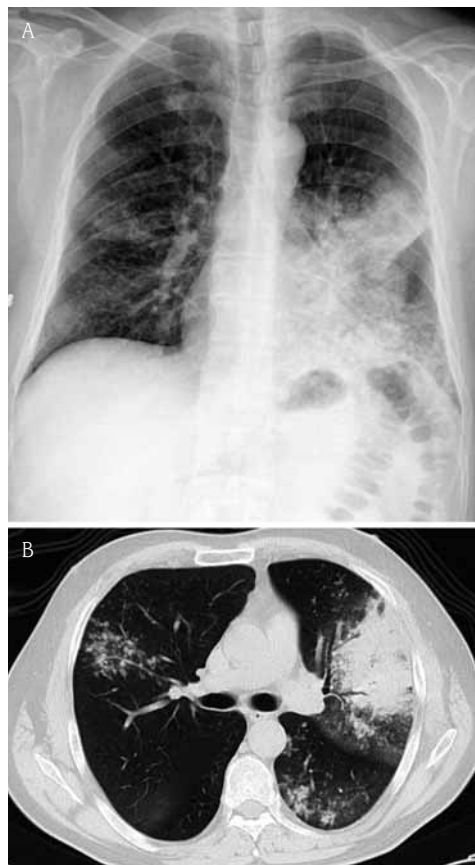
Carcinoma broncoalveolar en un hombre de 60 años con pérdida de peso y tos. A) La radiografía de tórax muestra una consolidación alveolar en la base del pulmón izquierdo y otra más tenue en el lado derecho. B) La TC revela una masa izquierda, con broncograma, y pequeños nódulos bilaterales por diseminación traqueobronquial del tumor.
